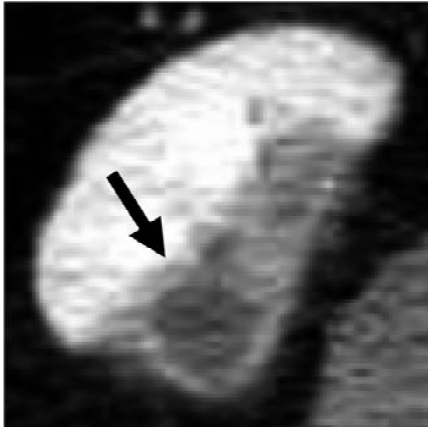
Abdominal CT showed, a wedge-shaped non-radiographic region with a clear boundary in the right kidney.
